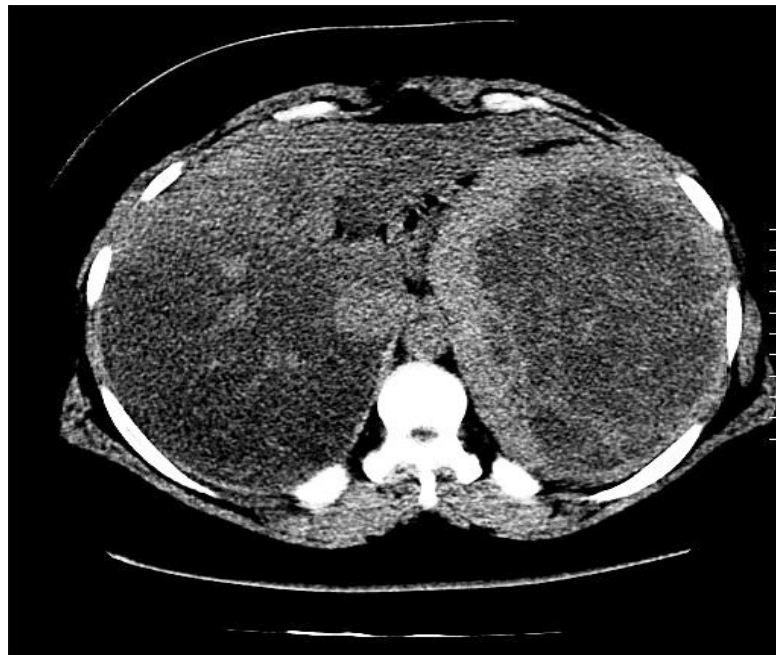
Bazo. TAC endovenosa. Cortes axiales 5mm. Se observa imágenes intraparenquimatosas, hipodensas con finos tabiques en su interior. Se
